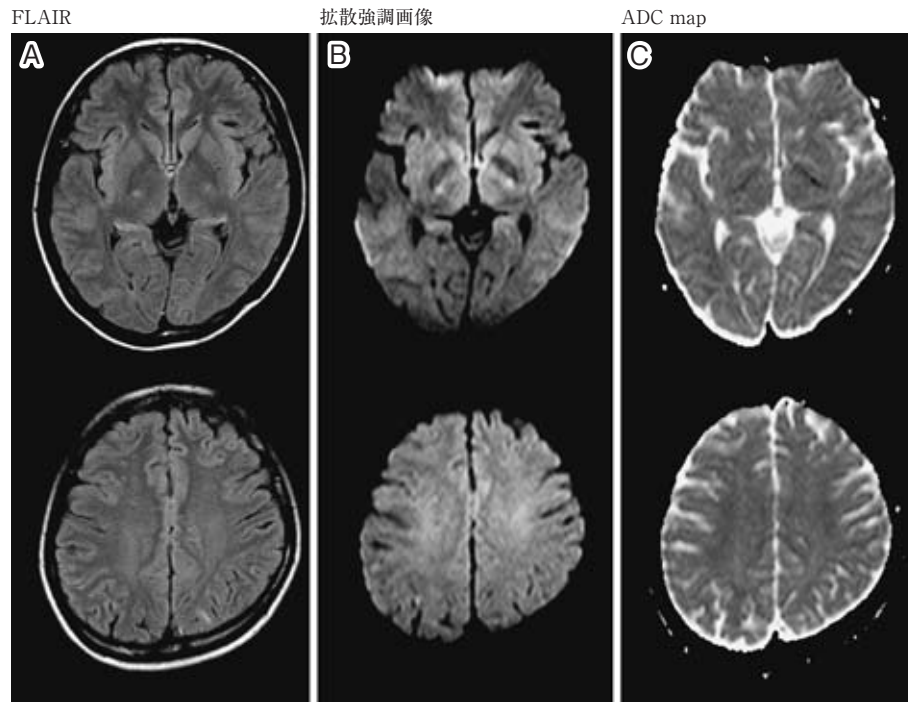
MRI of the head nine days after the admission
